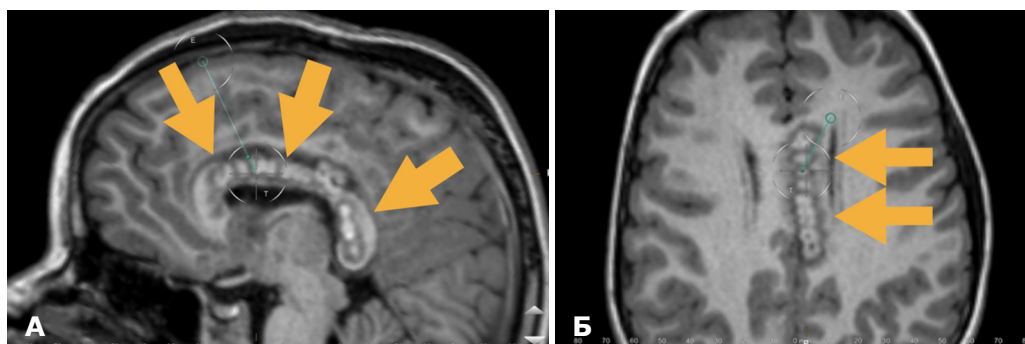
МРТ хворої М. через 1,5 року після операції: А – сагітальний зріз; Б – аксіальний зріз. Вогнища РЧ-деструкції
